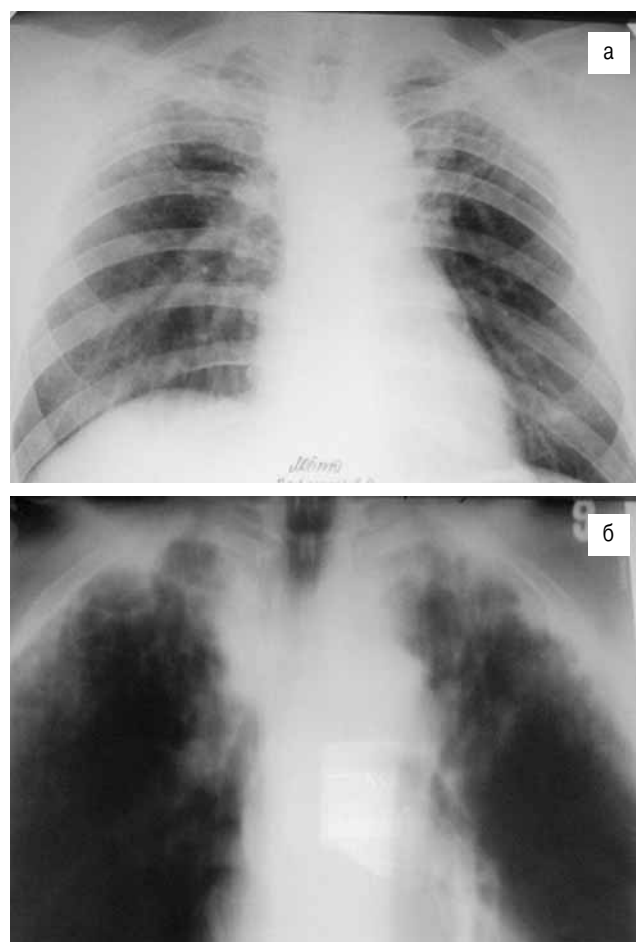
Обзорная рентгенограмма и томограмма (срез 9) больного остропрогрессирующим диссеминированным туберкулезом через 11 мес. лечения с использованием экстракорпоральной иммунофармакотерапии с лейкинфероном и длительной иммунотерапии лейкинфероном, затем ликолипидом
